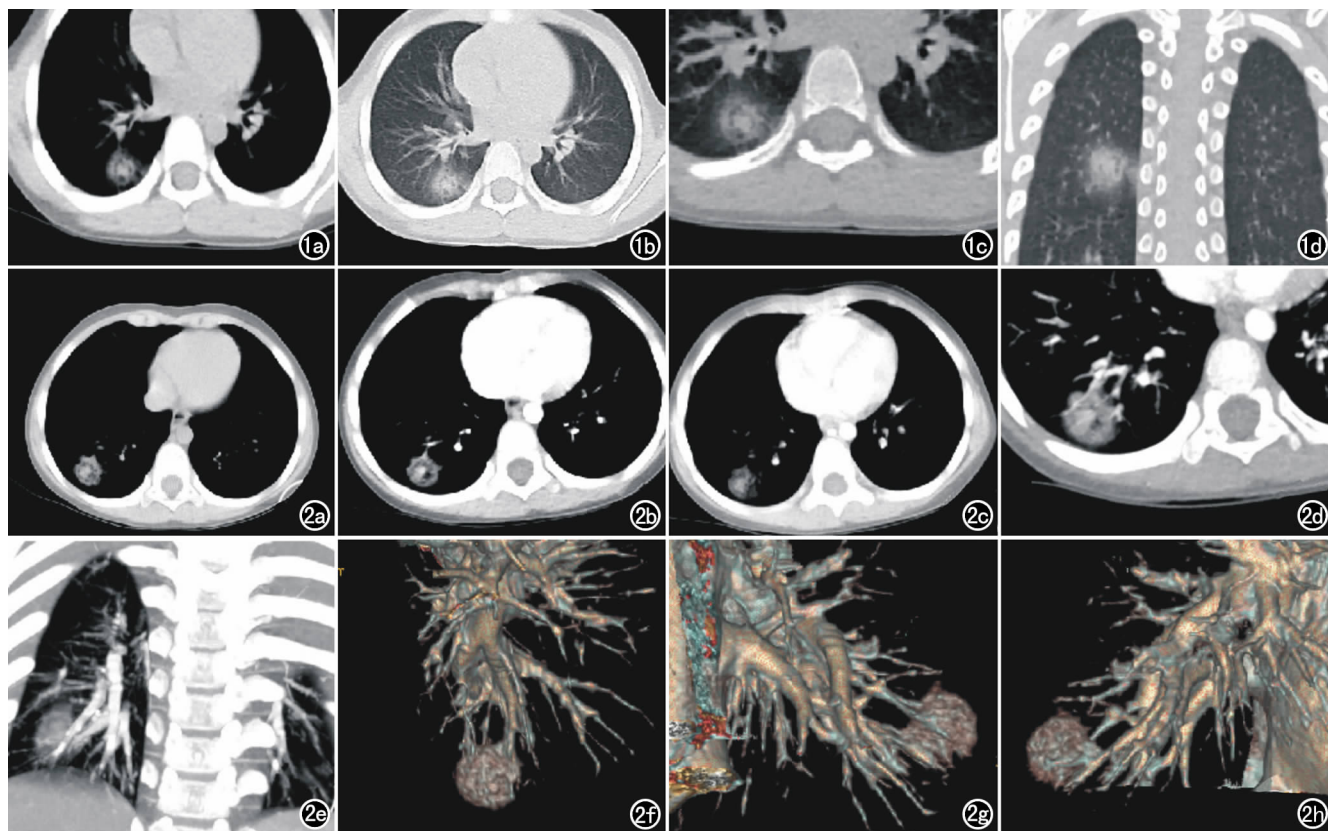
病例 1。a) CT 平扫纵膈窗示右肺下叶类圆形病灶,中心呈高密度影,中间带见环形气泡影,呈“气泡手串征”,外周见环形稍高密度影; b) CT 平扫肺窗示右肺下叶类圆形病灶,中心呈高密度影,中间带见环形气泡影,呈“气泡手串征”,外周见环形稍高密度影,呈晕征; c) CT 平扫局部放大图像示中间带的环形气泡影,呈“气泡手串征”; d) CT 平扫肺窗的冠状面重组示中间带的环形气泡影,呈“气泡手串征”。图 2 病例 2。a) CT 平扫纵膈窗图像,见“气泡手串征”; b) CT 增强动脉期纵膈窗示病灶中心部明显强化,中间带即环形气泡影未见强化; c) CT 增强静脉期纵膈窗示病灶的强化; d) CT 增强动脉期纵膈窗示病灶内及周围的强化血管影,未发生受压移位的表现; e) CT 增强动脉期纵膈窗冠状面重组示病灶内及周围的强化血管影,未发生受压移位的表现; f) CT 增强示病灶内上侧与肺门及其周围强化血管的关系; g) CT 增强示病灶背侧与肺门及其周围强化血管的关系; h) CT 增强示病灶腹侧与肺门及其周围强化血管的关系。
